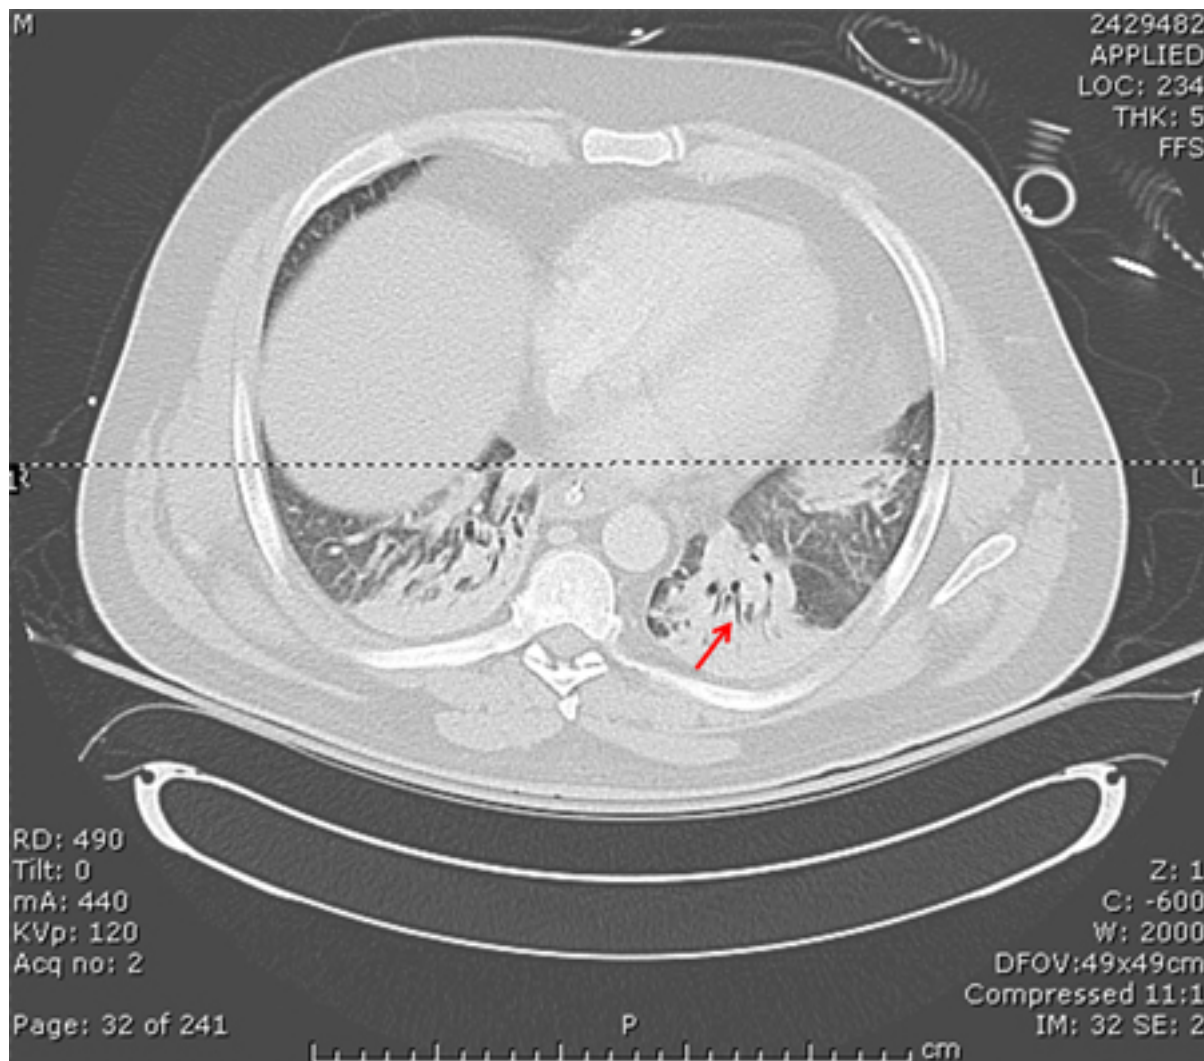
Tomografia computadorizada mostrando opacidades bibasilares de paciente com pneumonia hospitalar
